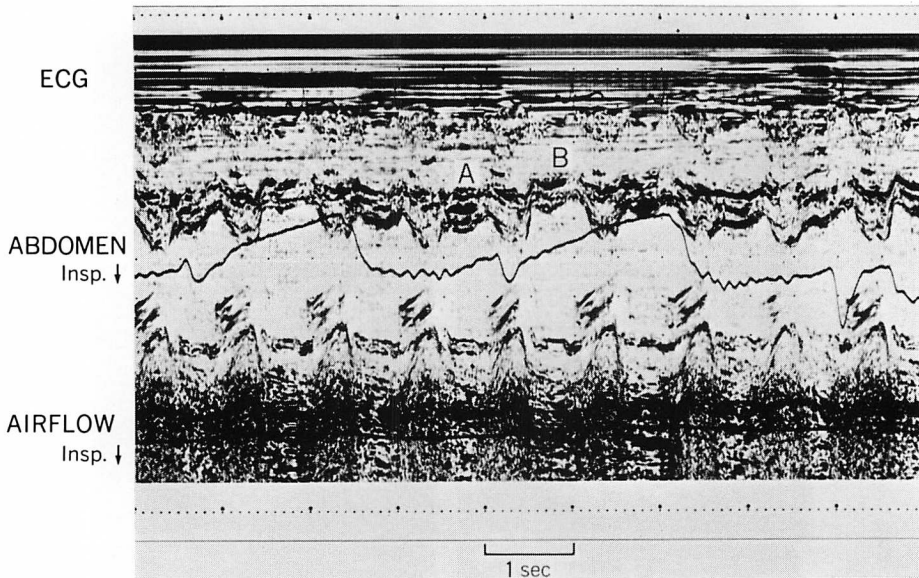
M-mode echocardiograms during sleep apnea.
